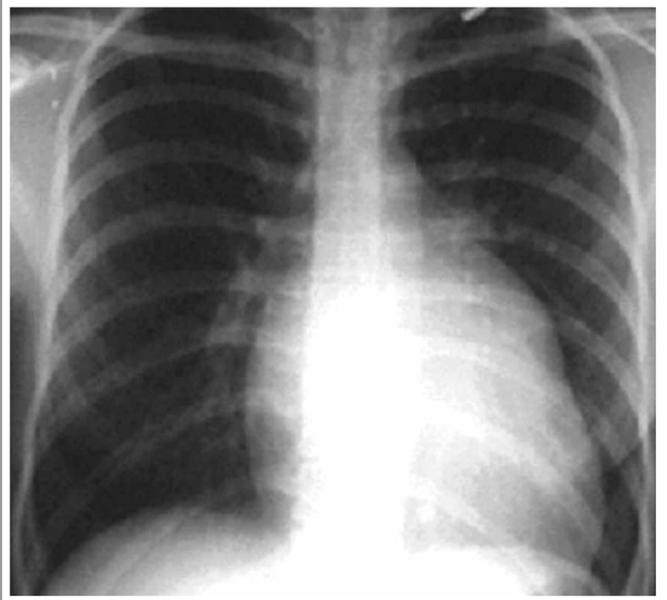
Radiografia de tórax na insuficiência mitral. Observe a cardiomegalia com a ponta cardíaca “mergulhando” no diafragma – aumento de VE. Observe também os sinais de aumento de AE – sinal do duplo contorno e abaulamento do 3º arco (apêndice atrial esquerdo).
